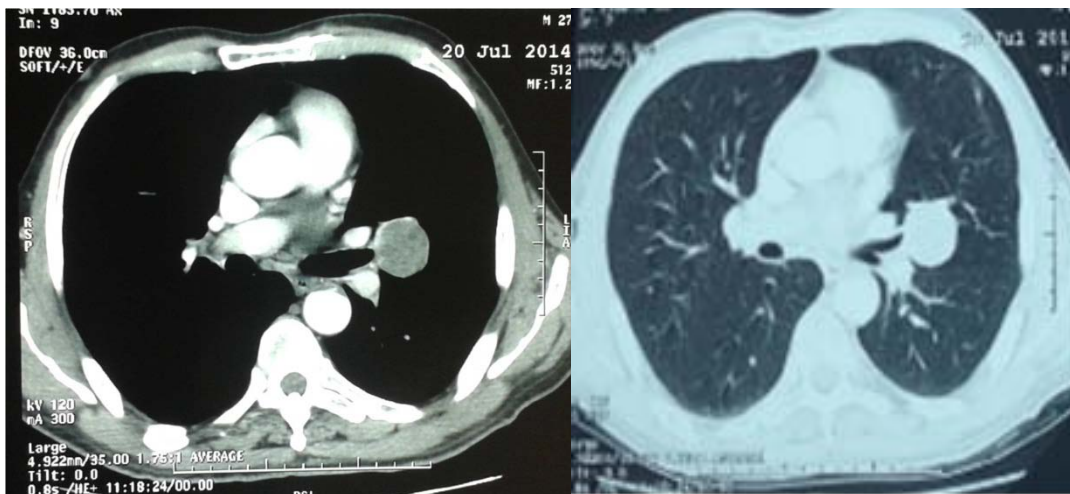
[1] : Coupe axiale d'une TDM thoracique montrant une masse de densité tissulaire basse, hétérogène, hilaire gauche de 40 mm de grand diamètre à limites nettes
